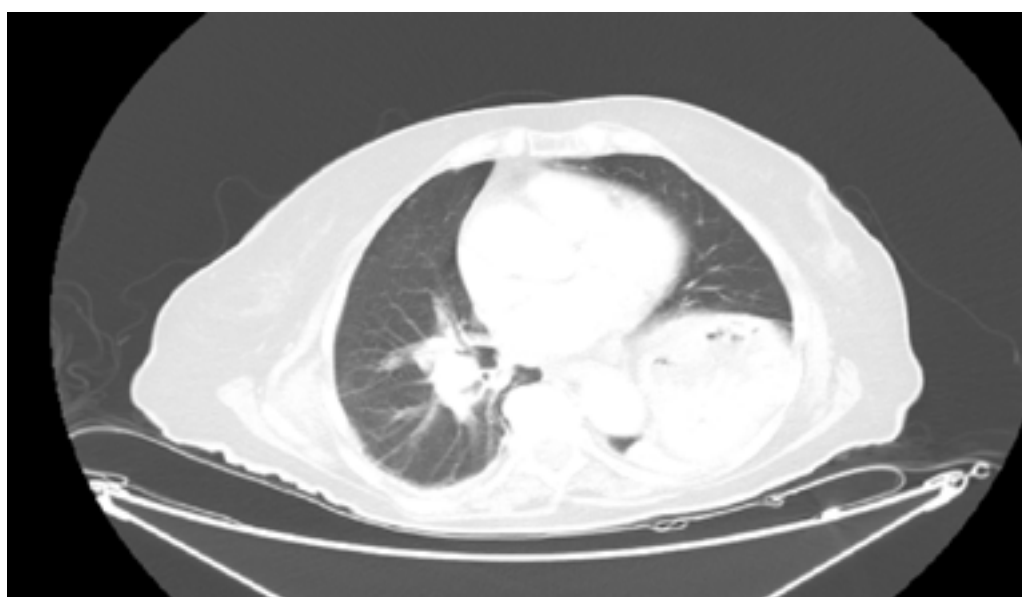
TC (07/07/2022) Masa pulmonar en lóbulo inferior derecho
